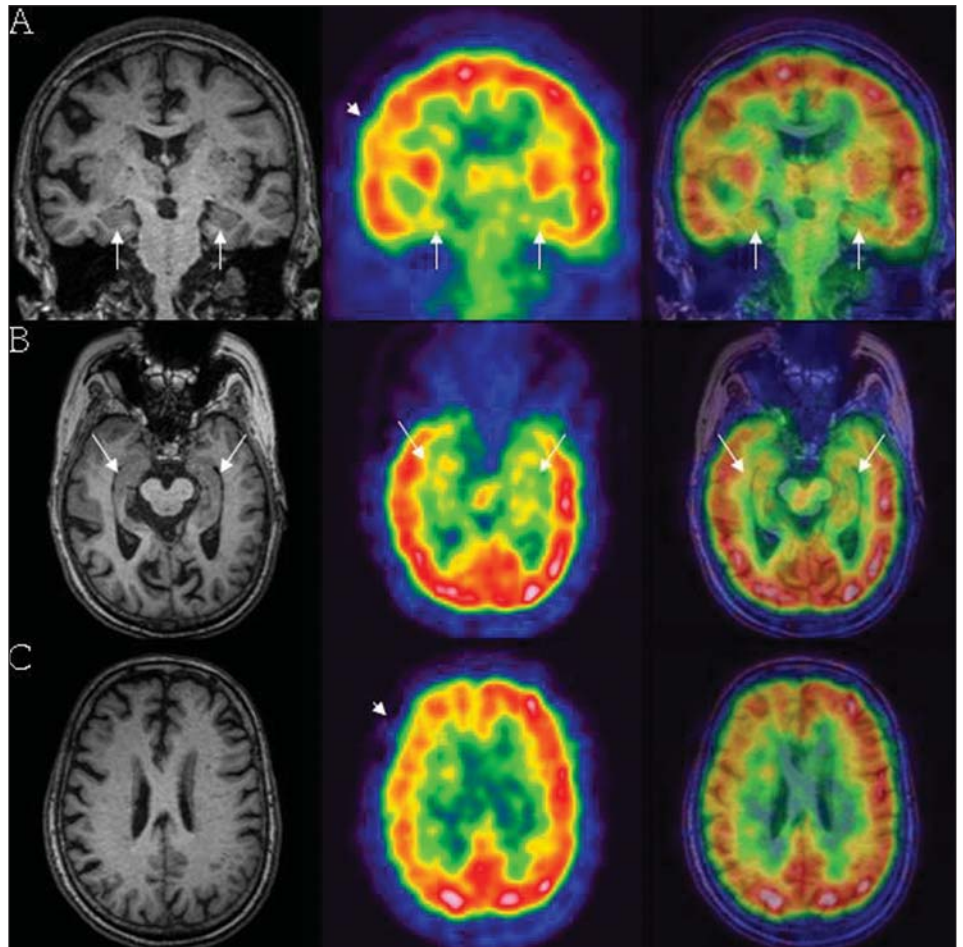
Paciente G.M.R., 62 anos de idade, com perda progressiva de memória há um ano. Minimal score de 22 (N > 24). Linhas A, B e C representam imagens de RM, PET e a fusão PET-RM. Ambos os hipocampus apresentam discreta redução do metabolismo (setas em A e B). Observar, ainda, moderado hipometabolismo em córtex frontotemporoparietal à direita (pontas de setas em A e C).
